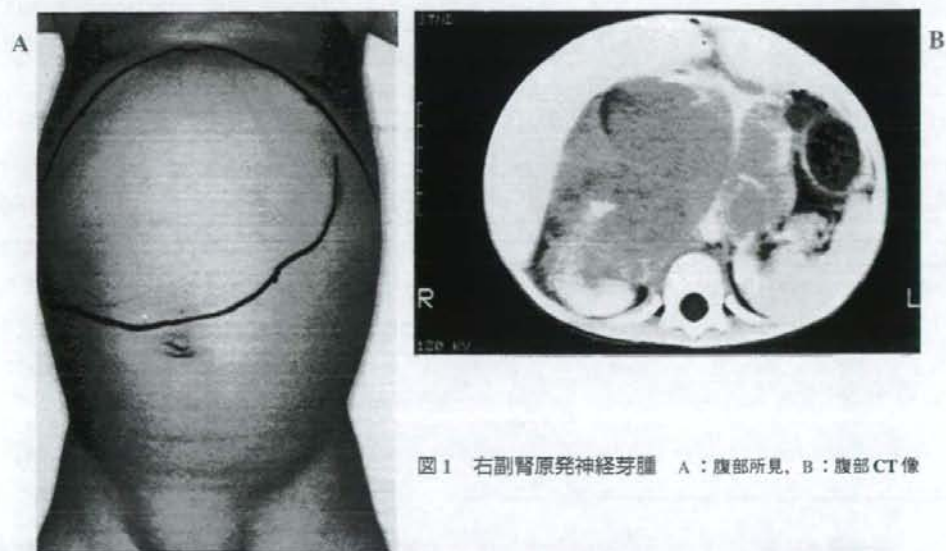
右副腎原発神経芽腫 A: 腹部所見, B: 腹部CT像
